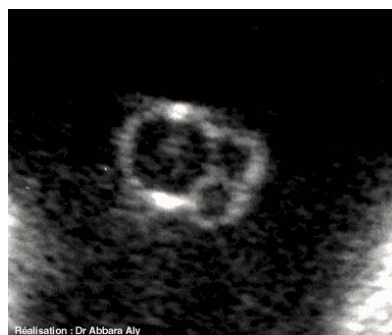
Cordon vu transversalement à l'échographie (19).
